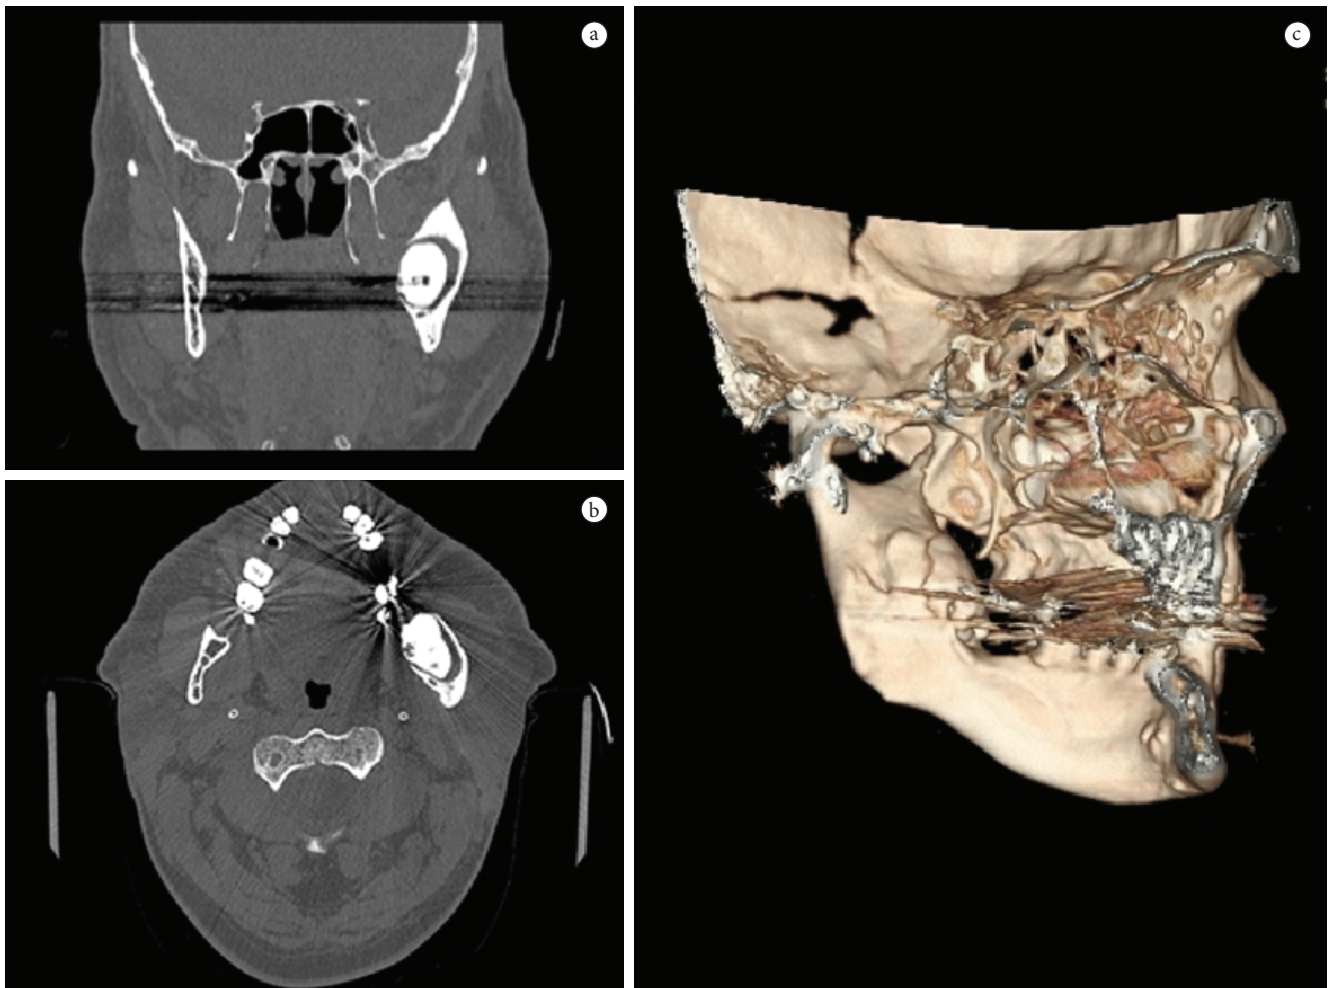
Exame de tomografia computadorizada evidenciando a extensão do tumor nos cortes coronal (a) e axial (b), e reconstrução 3D (c).
